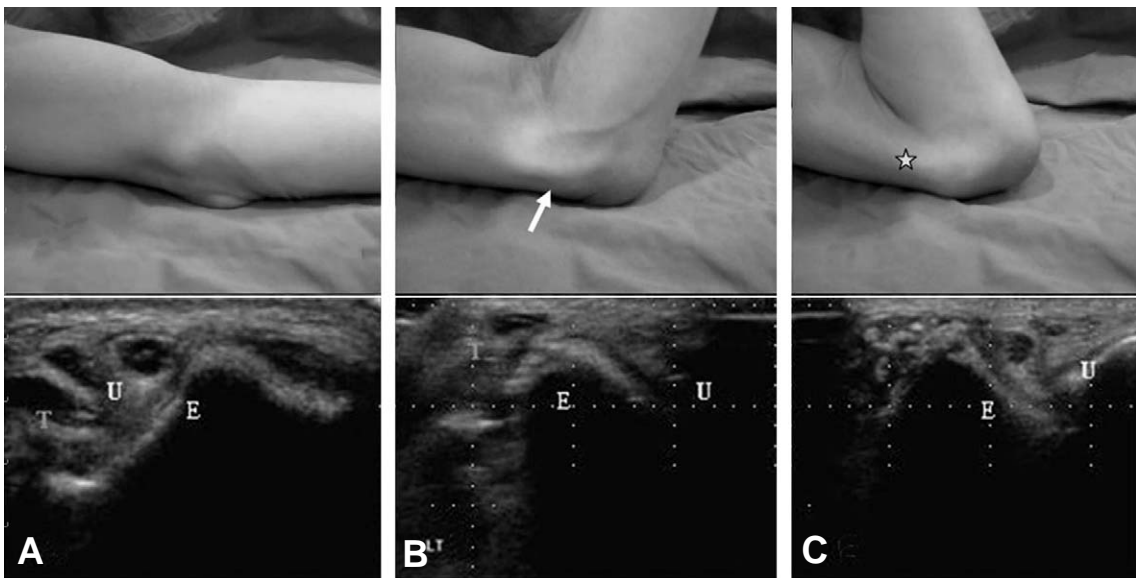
(A) 0° 굴곡 (B) 70° 굴곡 (C) 110° 굴곡. 70세 남자 환자, 좌측 주관절 동통, 압통, 탄발음 주소로 내원. 이학적 검사상 70도 굴곡 및 110도 굴곡시 두 번의 탄발음이 관찰됨. (화살표 : 척골신경, 별표 : 삼두근 내측두) 역동적 초음파상 척골 신경의 탈구 및 삼두근 내측두의 탈구가 확인됨. (E: 내상과, U: 척골신경, T: 삼두근내측두)
